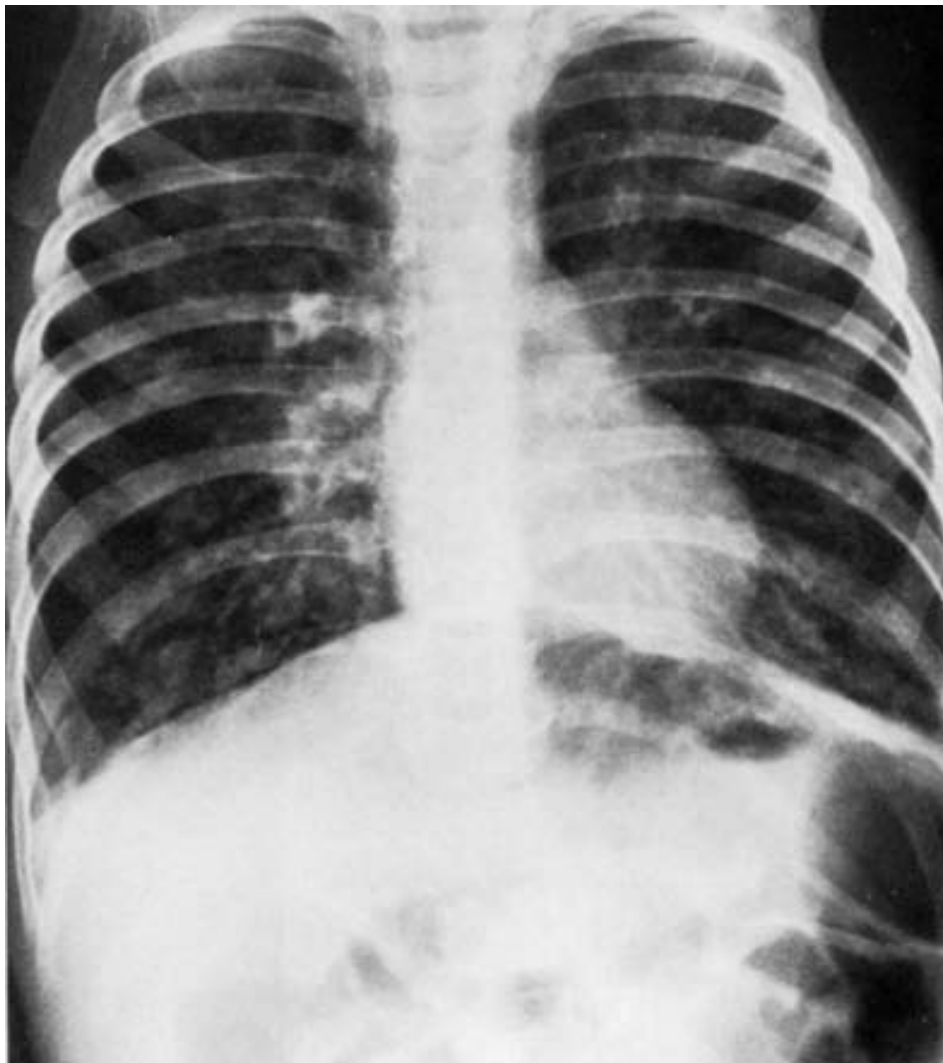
113. Radiografía de tórax de un niño con fibrosis quística. Además de los cambios pulmonares propios de la enfermedad se observan también las asas intestinales distendidas por gas en el abdomen superior.
